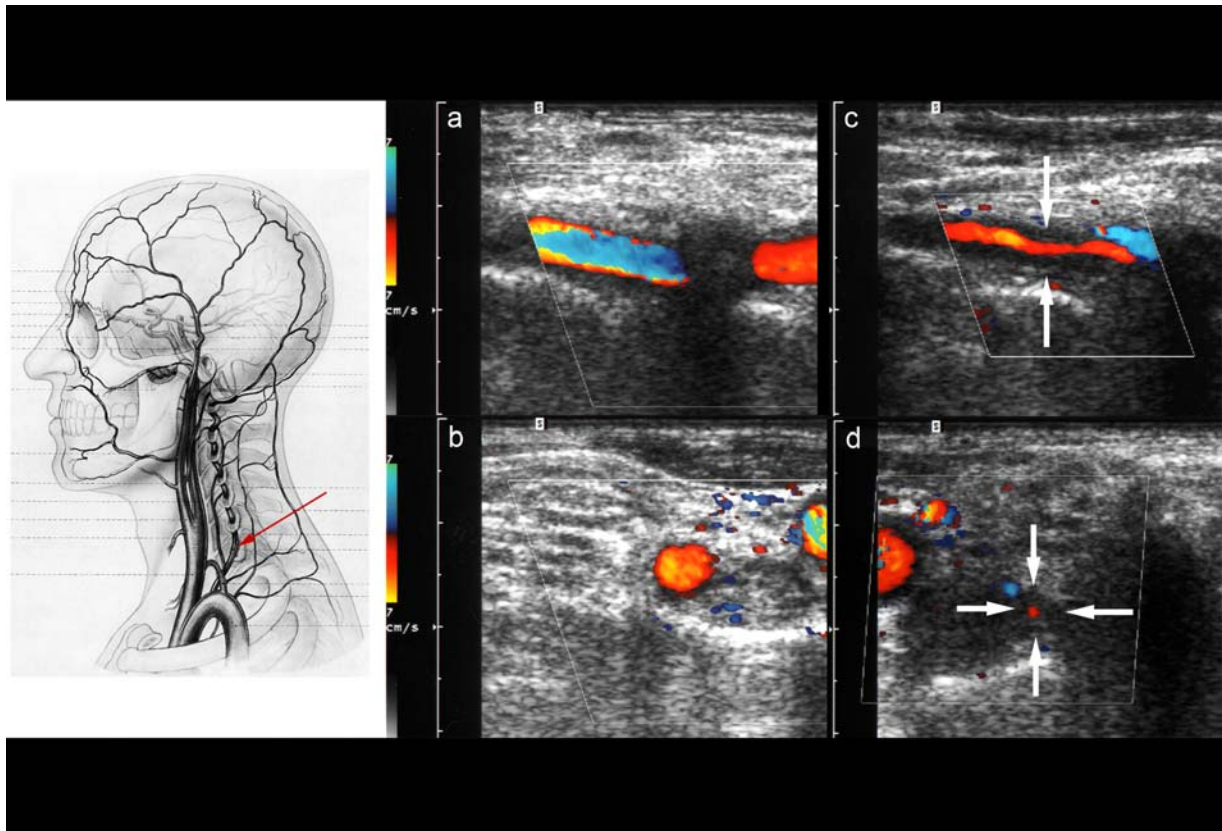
FKDS der A.vertebralis im VI Segment: Längs-(a,c) und Querschnitte (b,d) mit Normalbefund (a,b) und mit konzentrischem Halo und ausgeprägter Stenose (c,d; Pfeile) (Anatomische Abbildung modifiziert nach Büdingen HJ et al. Doppler-Sonographie der extrakraniellen Hirnarterien. Stuttgart: Thieme)
